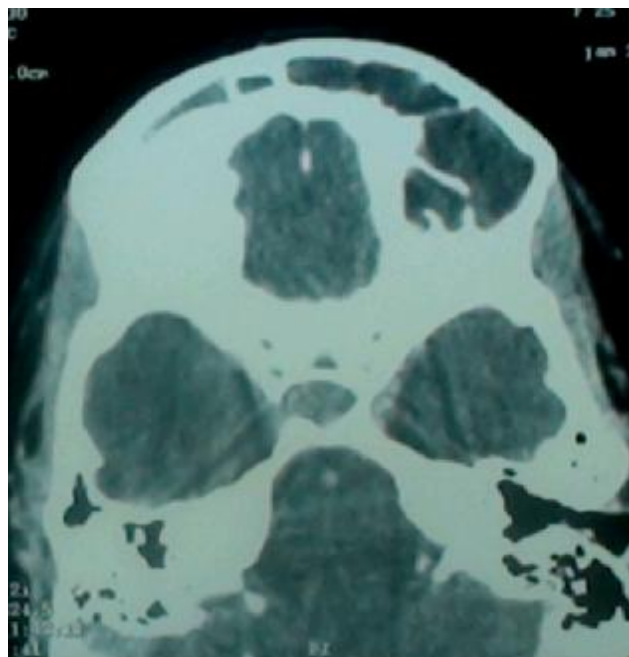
TDM faciale en coupe coronale montrant un volet osseux en regard des deux sinus frontaux avec réalisation d'un DRAF III pour mucocèle frontale bilatérale (voie de CAIRNS). Iconographie CHU Hassan II Fès.
